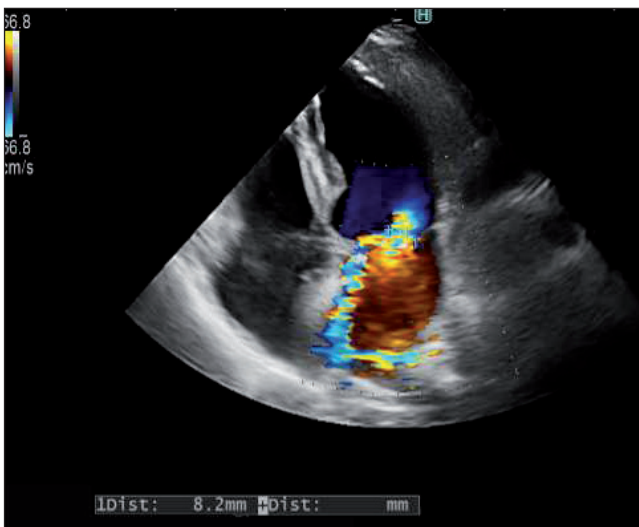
Transthoracic echocardiography showing semiquantitative assessment of mitral regurgitation by measurement of the vena contracta.
